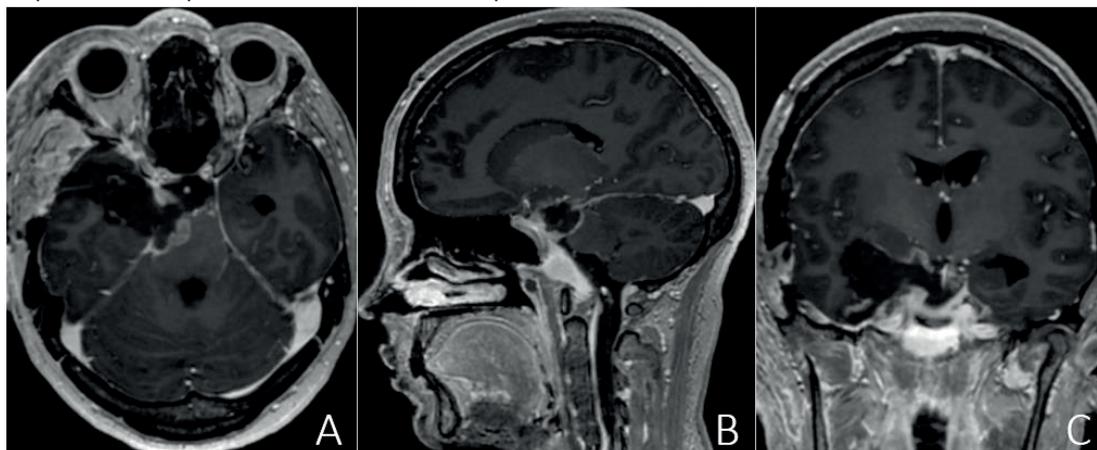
МРТ головного мозга с контрастированием после операции в аксиальном (А), сагитальном (В), фронтальном (С) срезах, визуализируется слабое усиление ложа и ход оперативного доступа по периферии. Также отмечается активное накопление парамагнетика в структуре ската и остаточной опухолевой ткани в сфенопетрокливальной области
